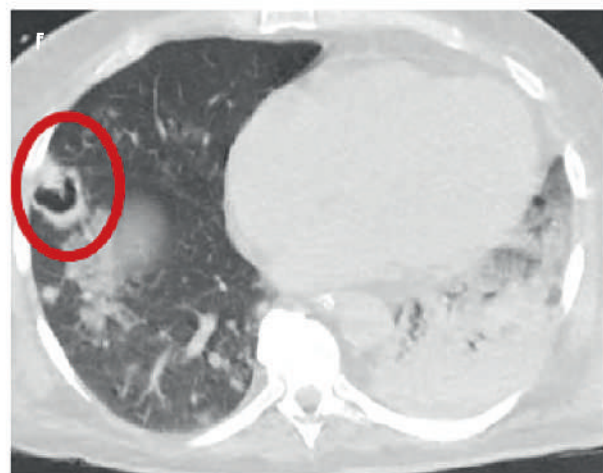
Компьютерная томография органов грудной клетки пациента О. от 06.04.18.
